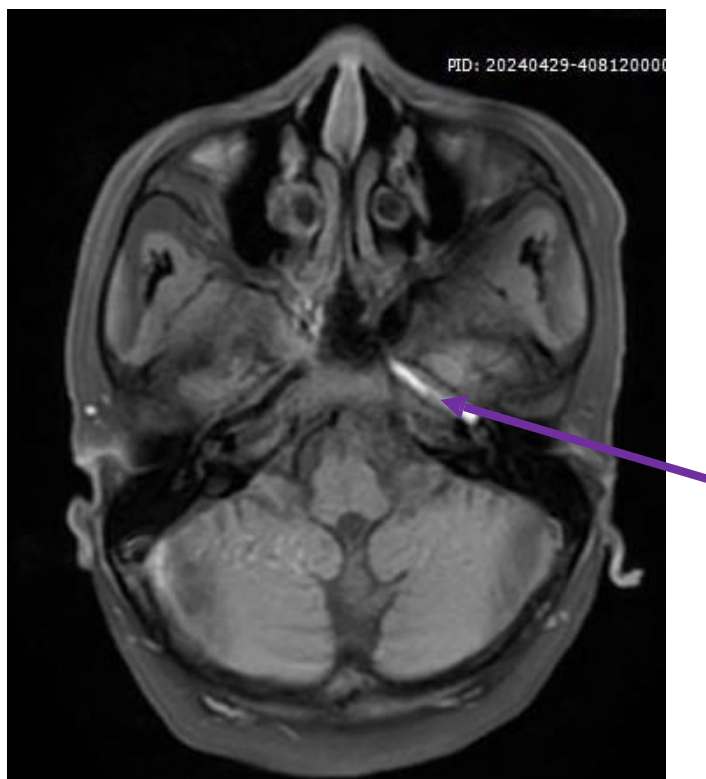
IRM coupe axiale, Séquence FAT SAT objectivant l'hématome en hyper signal de la carotide interne gauche.
